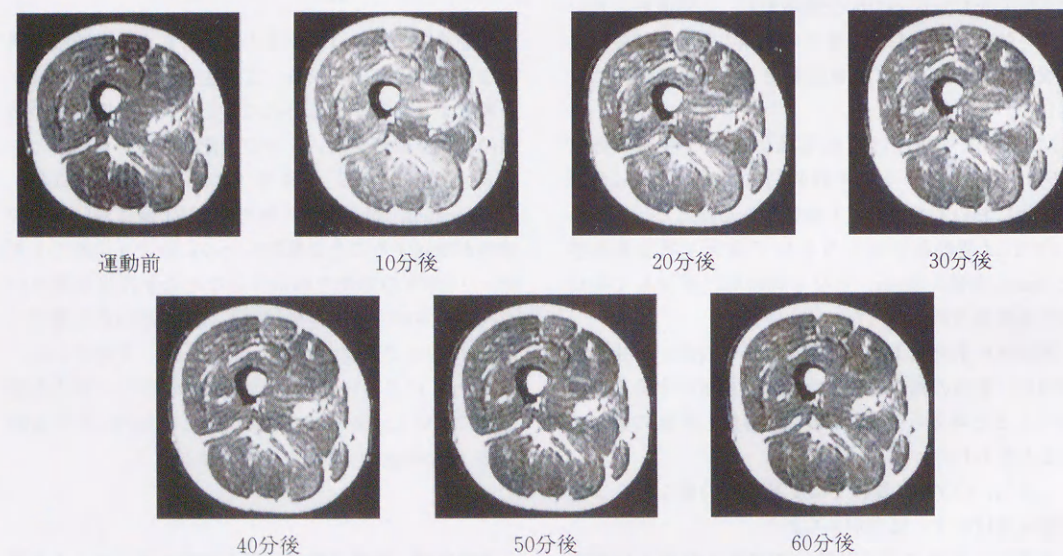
20歳 女性, 運動前後の大腿部 MRI の変化
